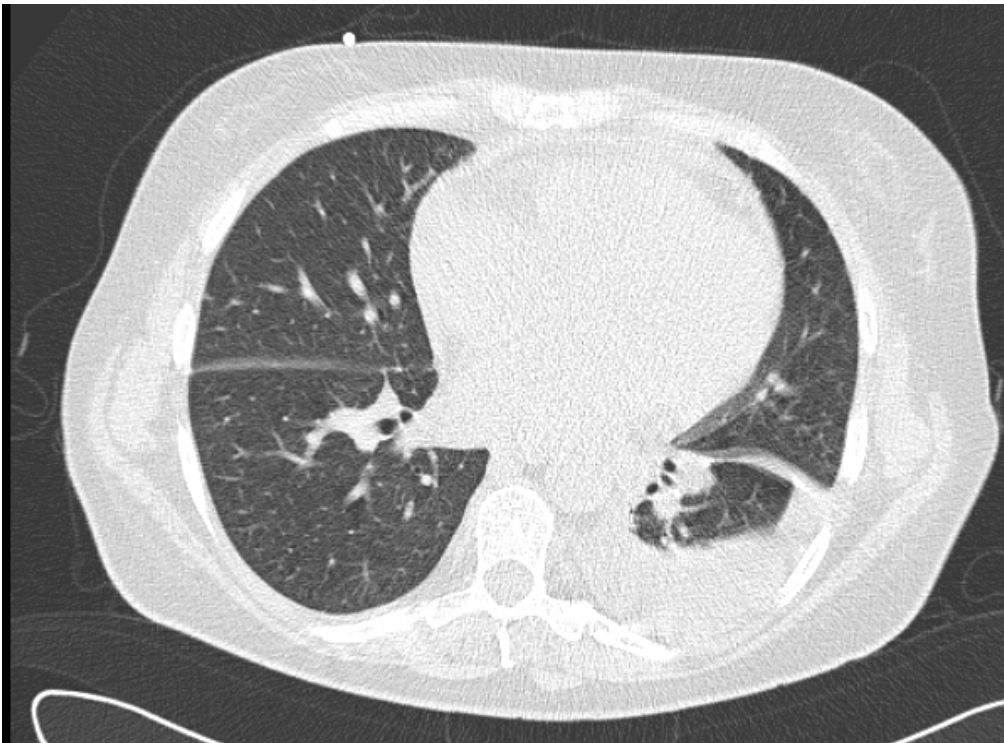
Standard-Dosis-CT: linksseitiger, ins Interlobium auslaufender Pleuraerguss
